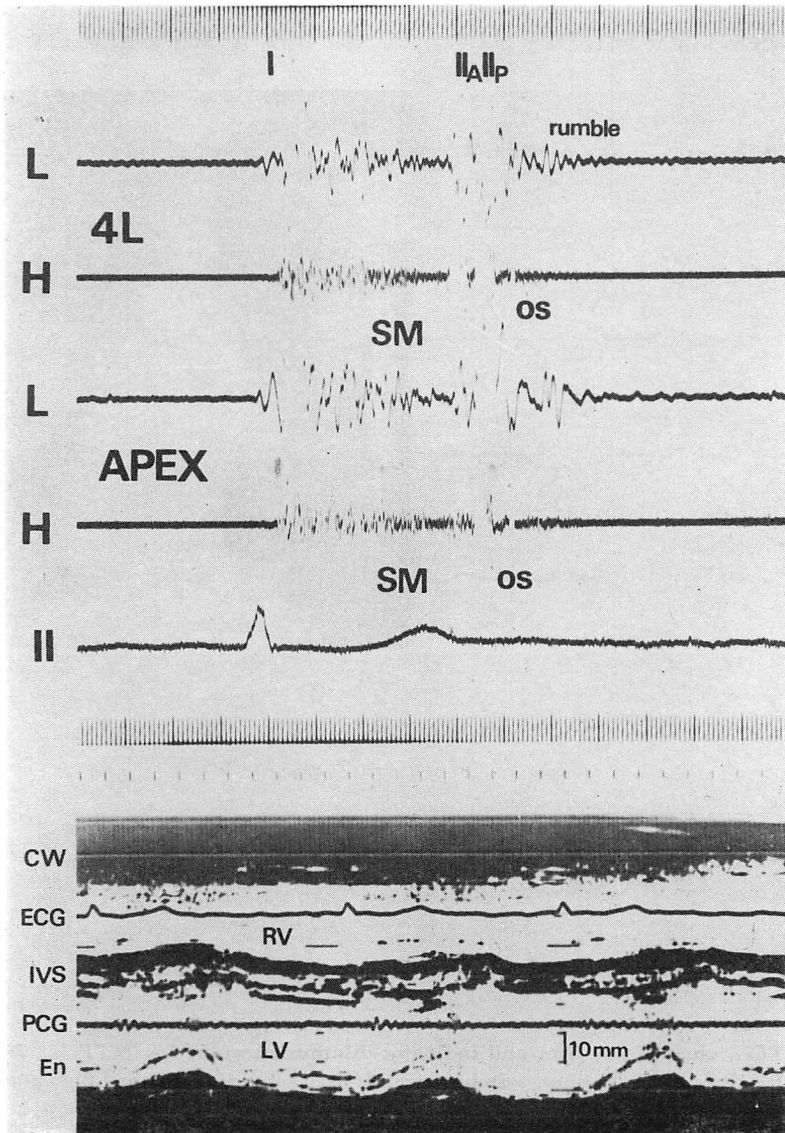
Phonocardiogram (PCG) and echocardiogram (UCG) in Case 6 (K.O., 72 y., F).
